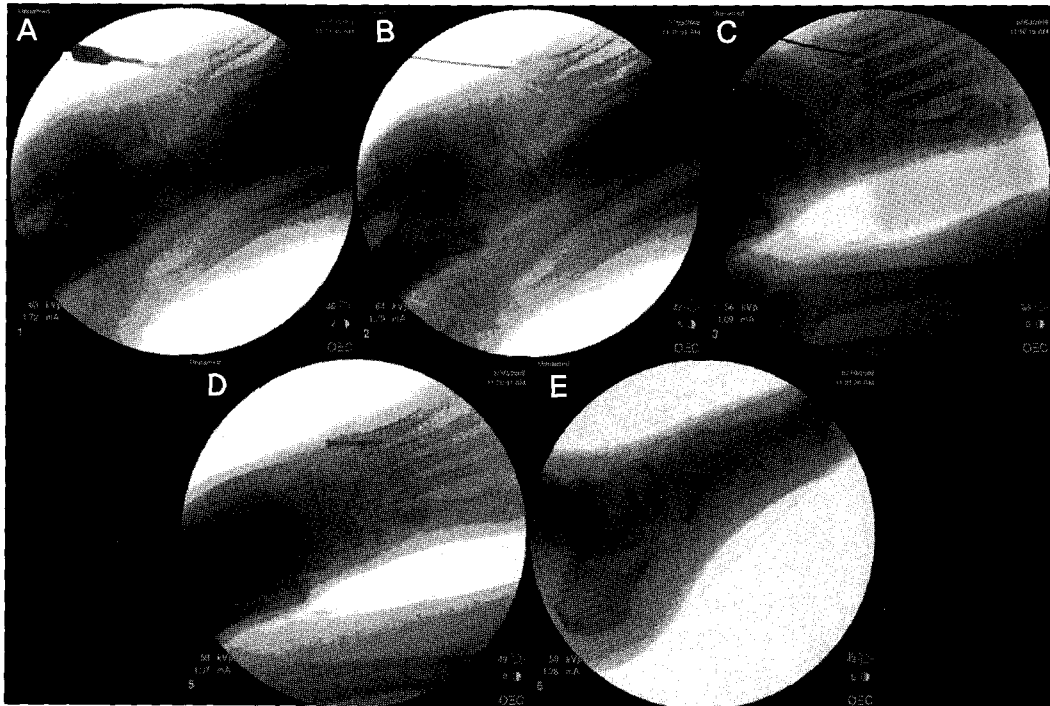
44 year old man with Jones fracture: closed reduction with bi-cortical cannulated screw fixation under C-arm guidance. (A) Incision on the point of screw insertion. (B) Guide wire approached to the near cortex. (C) Guide wire passage through medulla reaching to the far cortex. (D) Anteroposterior radiograph of bicortical cannulated screw insertion. (E) Lateral radiograph of bicortical cannulated screw insertion.
